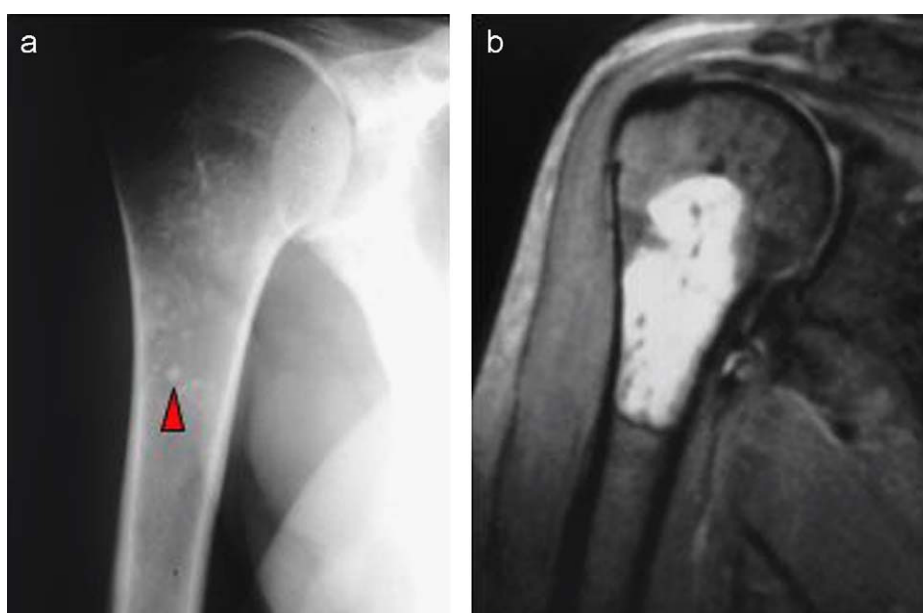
Encondroma. Radiografía anteroposterior (a) en la que se identifican las calcificaciones características de las lesiones condroides (cabeza de flecha). Resonancia magnética de la misma lesión (b).
